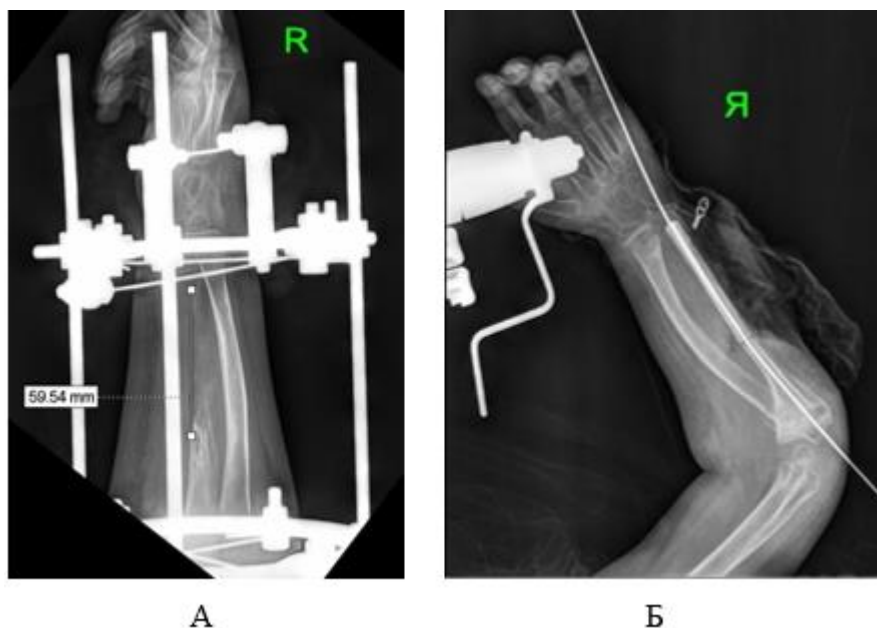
Рентгенограмма предплечья пациента Д., 6 лет на этапе оперативного лечения:
